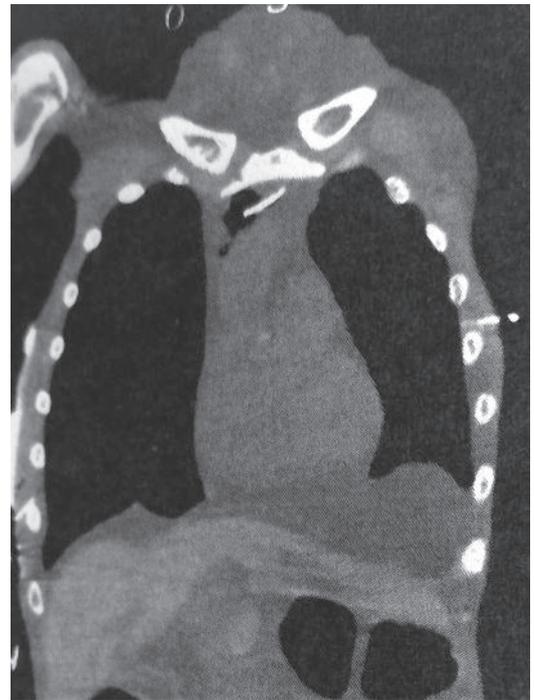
急変時単純CT（左）水平断像、（右）前額断像
